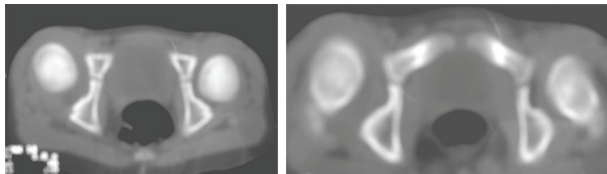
TAC en la que se observa subluxación de cadera. Nótese la marcada insuficiencia de la pared anterior de los acetábulos
